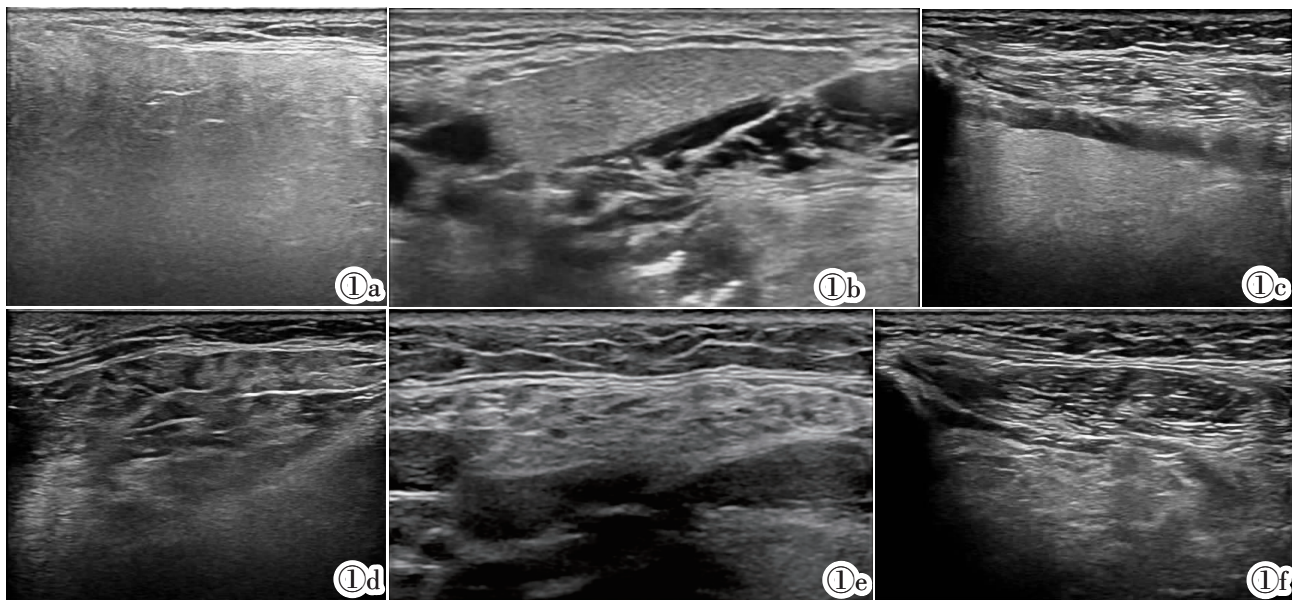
涎腺超声图像表现。图 1a: 正常腮腺;图 1b: 正常颌下腺;图 1c: 正常舌下腺;图 1d: SS 患者腮腺;图 1e: SS 患者颌下腺;图 1f: SS 患者舌下腺。
